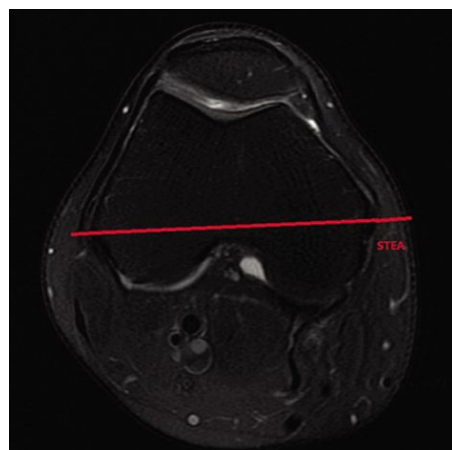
在股骨侧 MRI 横断面图像的 STEA
